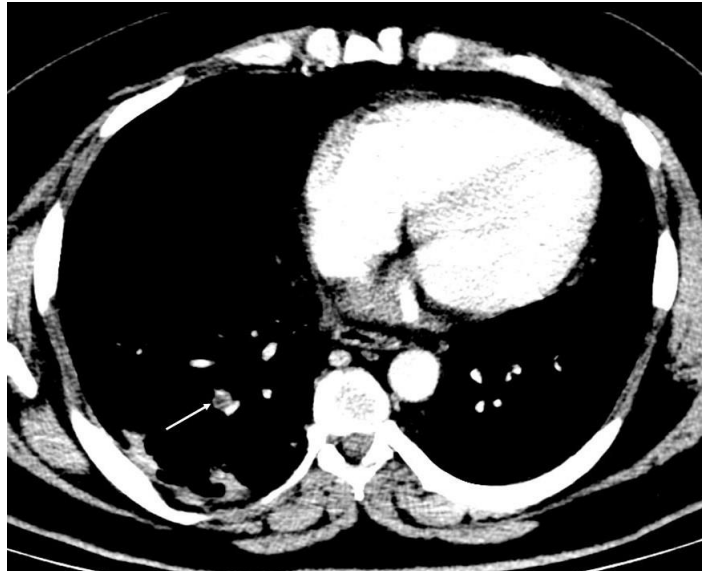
Imagem de tomografia de abdome, terceiro corte axial, com janela fechada. A seta demonstra falha de enchimento parcial em vaso arterial na base do pulmão direito.
